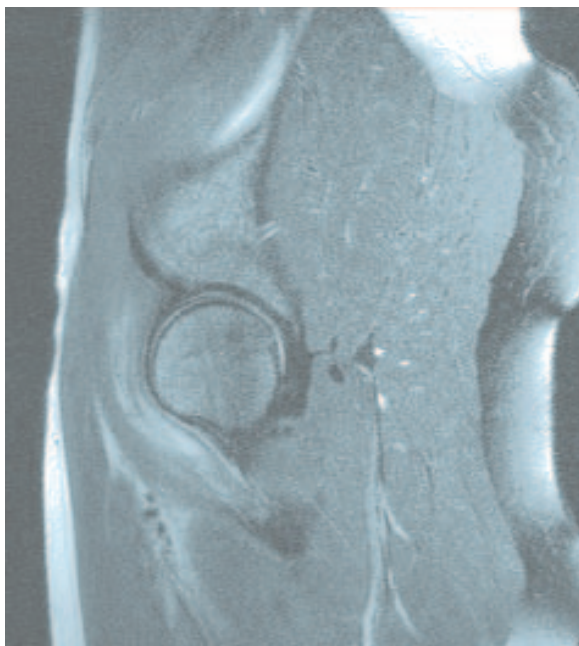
Désinsertion myotendineuse étendue du pelvis jusqu'à l'insertion distale en IRM T2FS.
